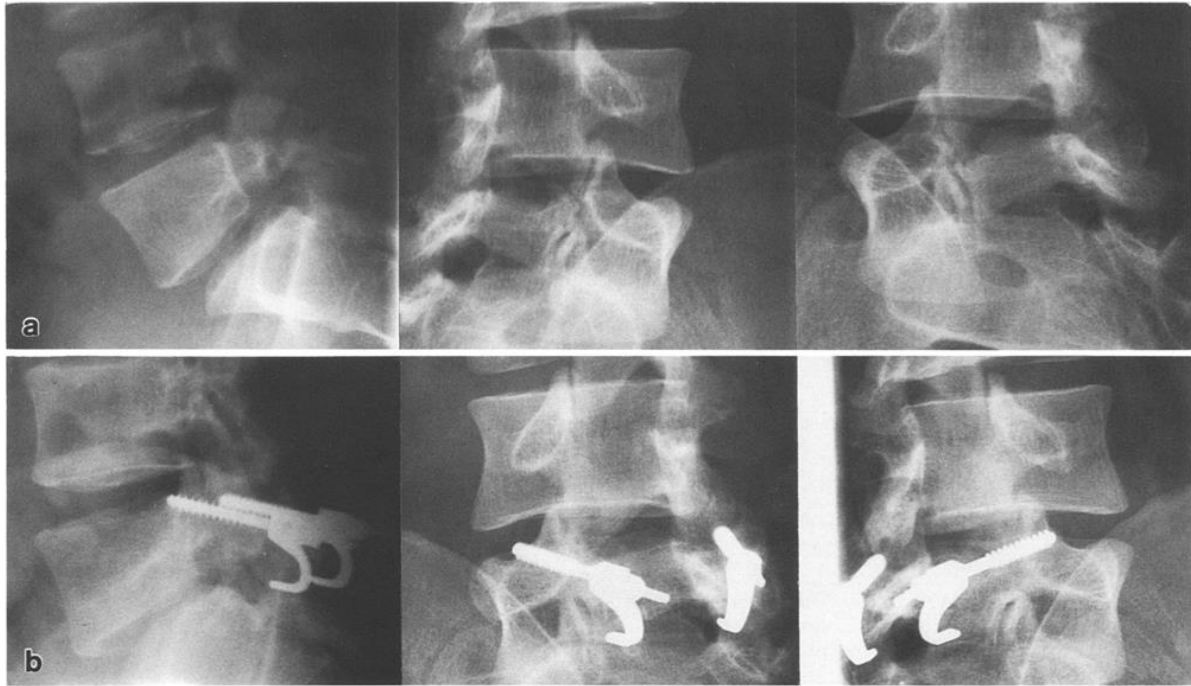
Homme de 21 ans avec lyse isthmique bilatérale de L5 et spondylolyse de L5 sur S1 (a : radiographies préopératoires), traité par la technique de Morscher (b : radiographies postopératoires) (65).
